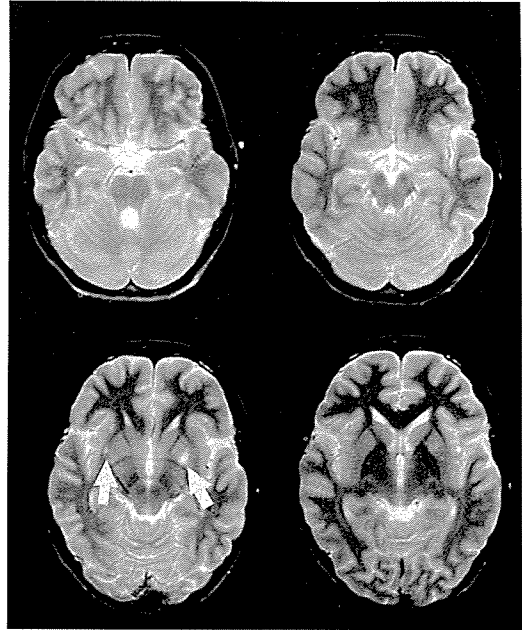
MRI T₂強調画像(向かって右が患者の左側、1992年5月19日撮影)
